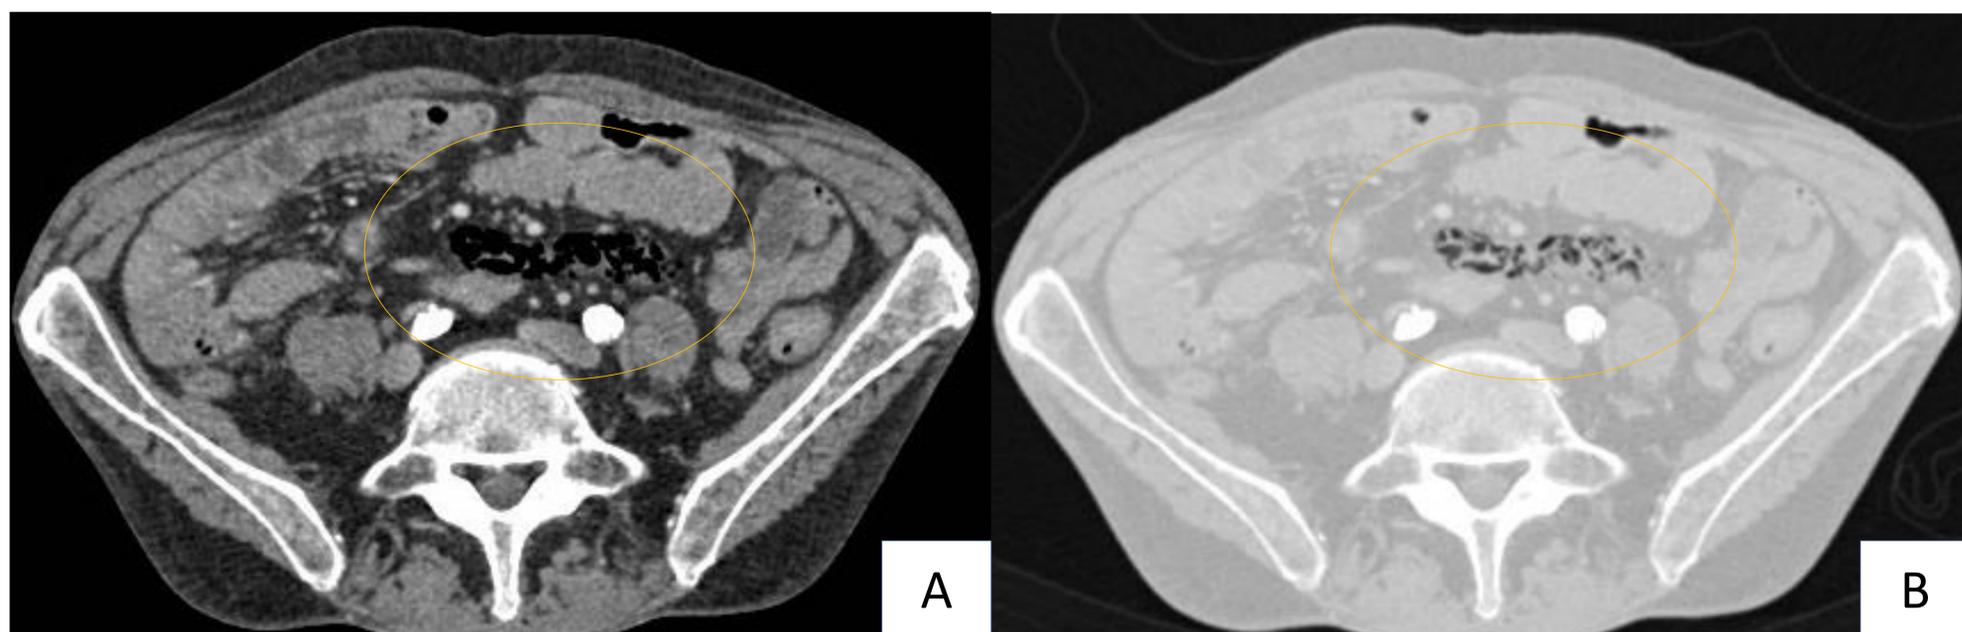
Se muestra el mismo paciente descrito en la figura anterior. TC de abdomen con CIV en corte axial con ventana de partes blandas (A) y de pulmón (B) donde también se objetiva neumatosis intestinal en íleon distal.
